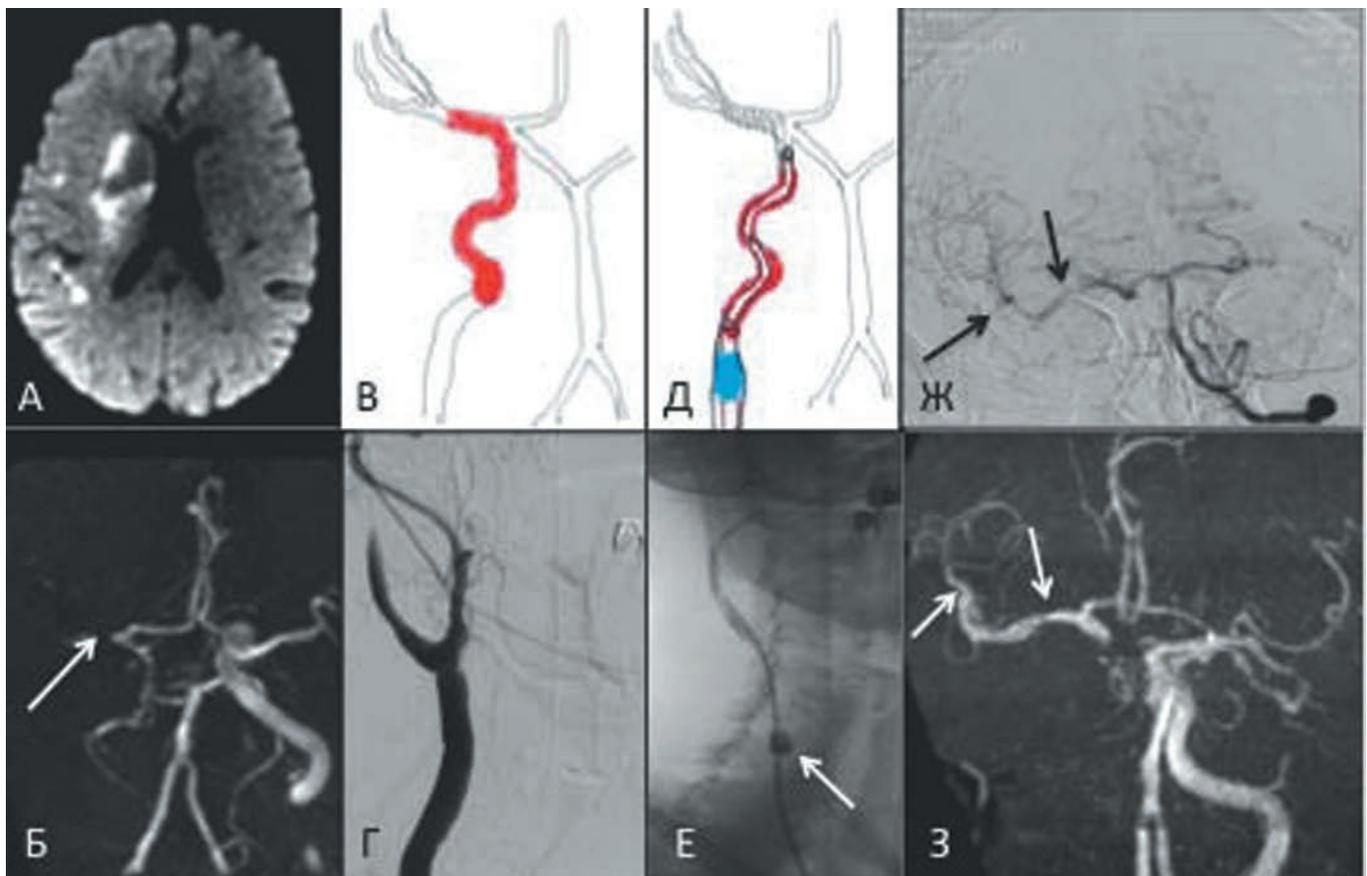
Снимки пациентки Х. с ишемическим инсультом в бассейне правой СМА. А — МР-томограмма при поступлении (режим DWI); Б — МР-томограмма (в режиме МР-ангиографии) — тандемная окклюзия ВСА и СМА; В — схема тандемной окклюзии; Г — данные церебральной ангиографии подтверждают окклюзию экстракраниального сегмента ВСА; Д — схема стент-ассистенции с применением проксимальной окклюзии окклюдционным катетером; Е — окклюдционный проводниковый катетер (светлая стрелка); Ж — восстановление кровотока по СМА после применения стент-ассистенции (черные стрелки); З — контрольная МР-ангиограмма перед выпиской — кровотока по СМА осуществляется за счет коллатерального кровотока из вертебробазиллярного бассейна.
